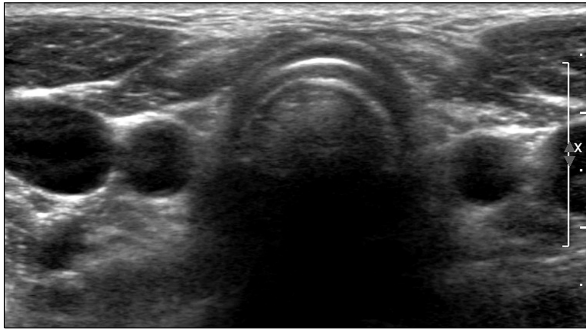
Normal postoperative ultrasound image.
